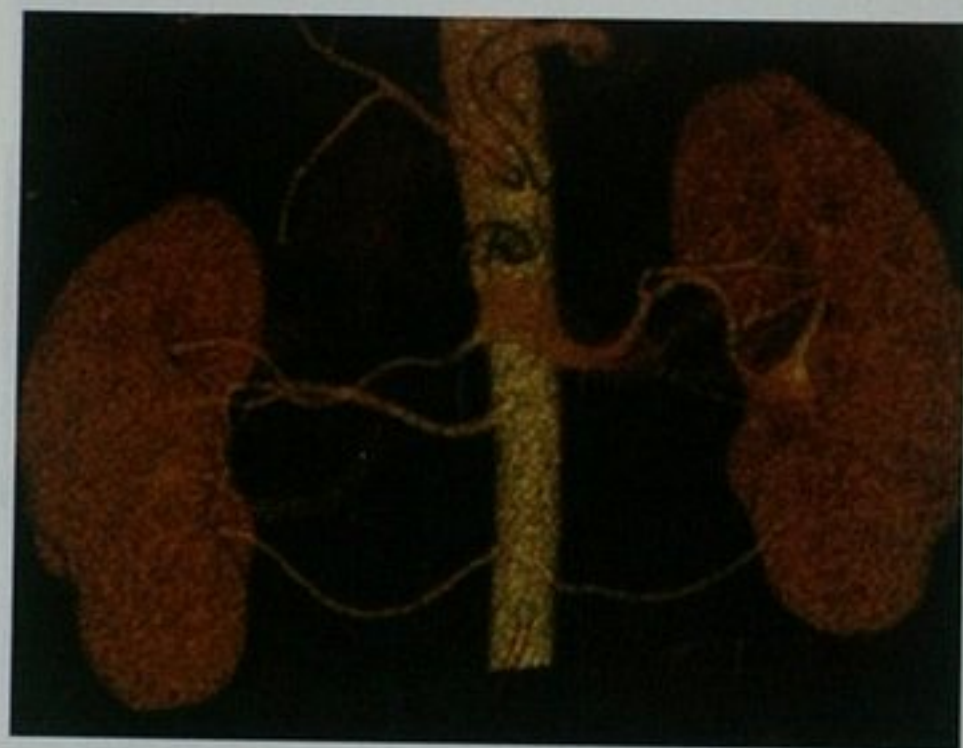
肾脏 CT 扫描 VR 图像显示双侧多条肾动脉(右侧三支、左侧两支),注意每侧下部副肾动脉的起源靠近肾下极
